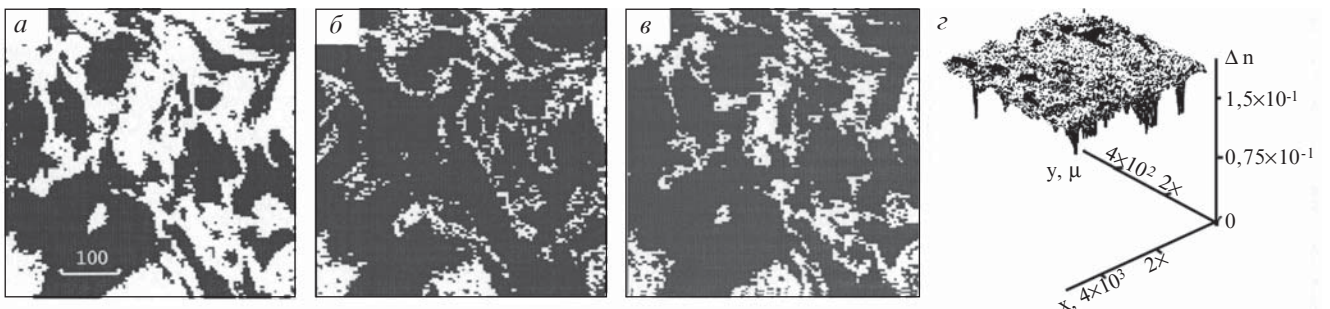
Поляризационно-фазовая реконструкция архитектуры КТ
